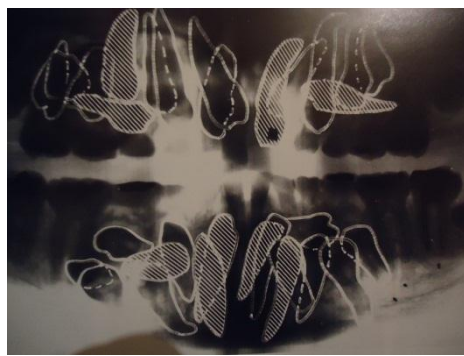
(1) Ortopantomografía y la visualización dental.
